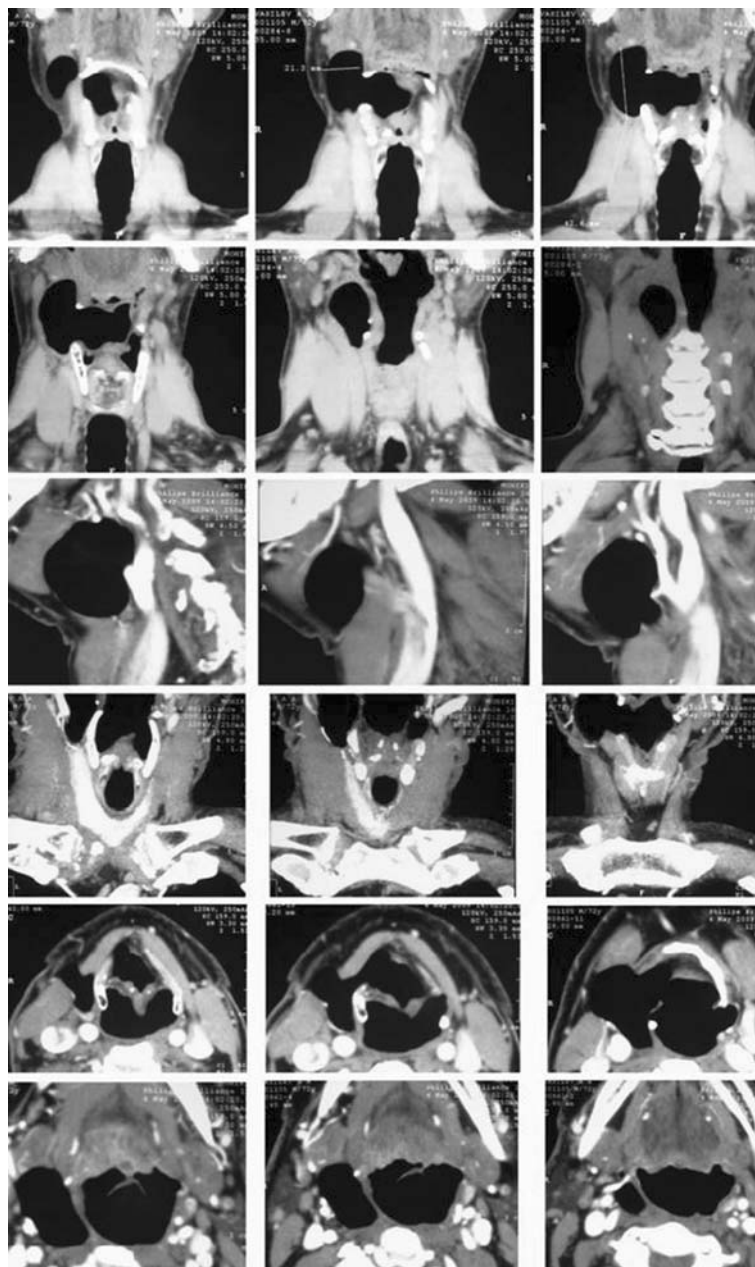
Компьютерная томография шеи пациента В, 62 года.
